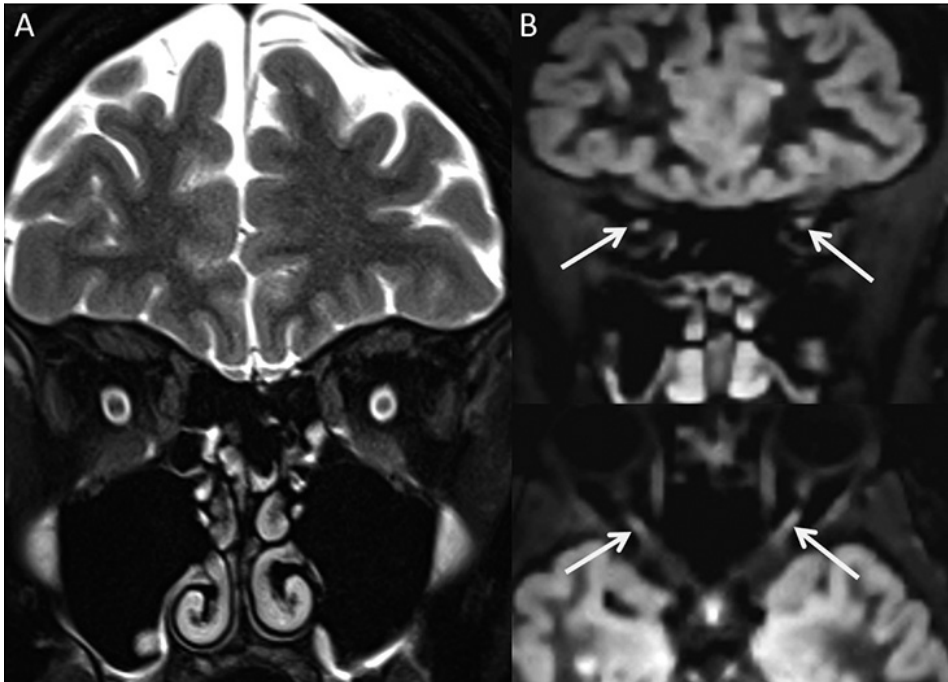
RM de la vía óptica anterior en una paciente afecta de EM con antecedentes de NO izquierda. Secuencias T2 en el plano coronal con supresión grasa (A) y secuencias 3D DIR en los planos coronal y transversal (B). No se identifican alteraciones de señal en los nervios ópticos en la secuencia T2 con supresión grasa, pero sí pequeñas lesiones hiperintensas que afectan parcialmente el segmento intraorbitario de ambos nervios ópticos en las imágenes DIR (flechas en B).
